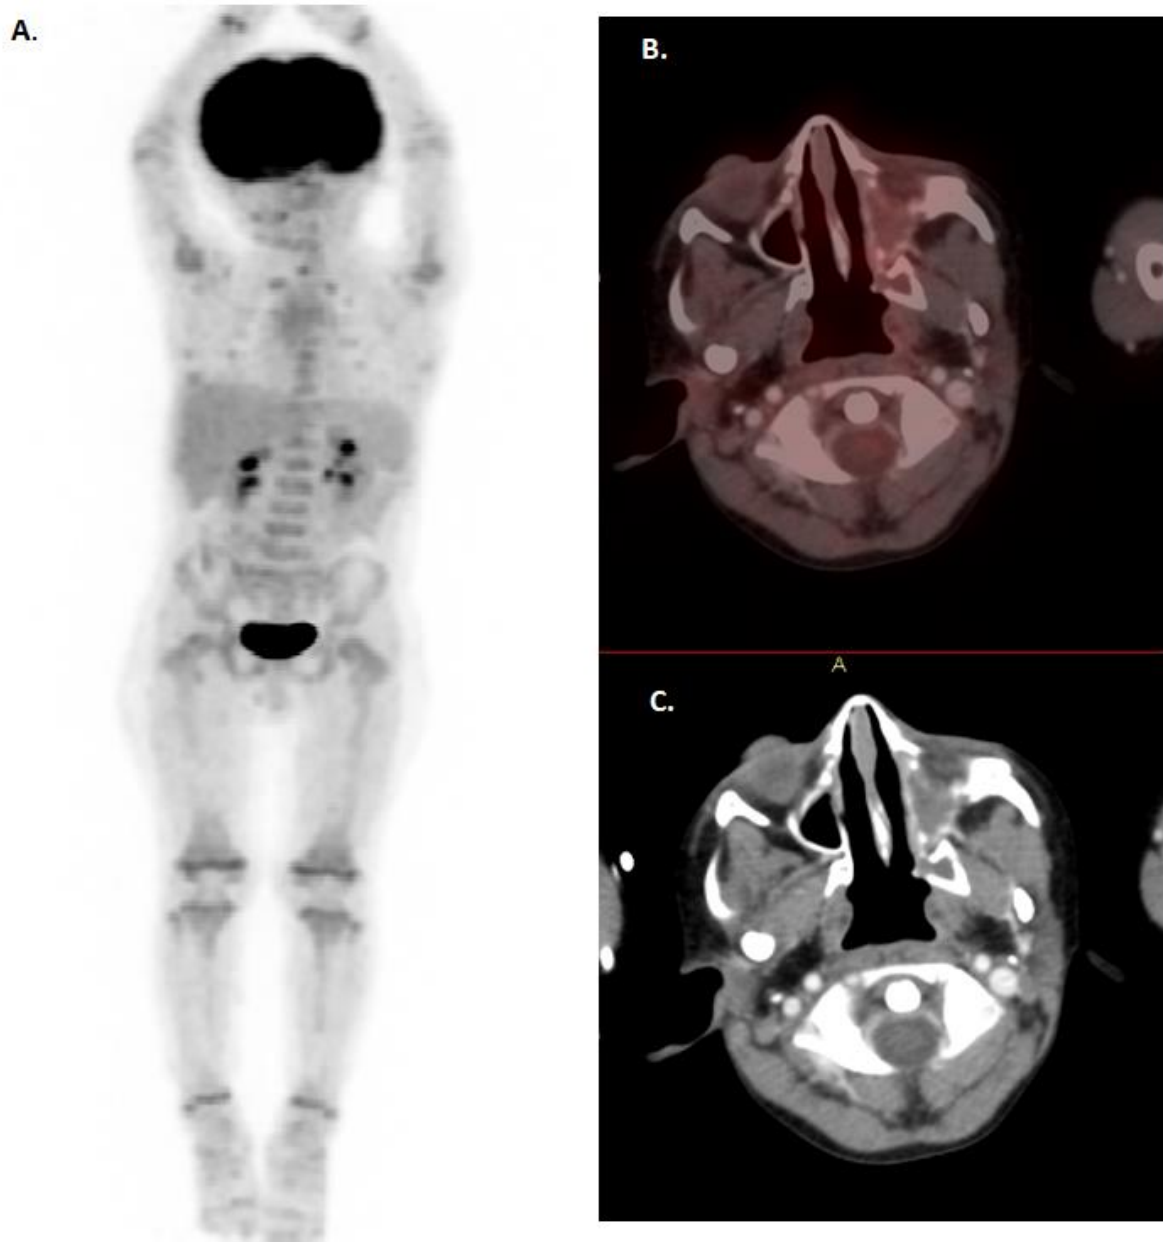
Paciente de sexo masculino de 3 años de edad con Rbdomiosarcoma infraorbitario izquierdo tratado con radio-quimioterapia y posterior cirugía. Se realiza PET/CT de seguimiento. Imagen A. MIP PET FDG sin lesiones hipermetabólicas sospechosas. B y C. Fusión PET/CT y CT con contraste con cambios postquirúrgicos en seno maxilar izquierdo sin hipermetabolismo sugerente de viabilidad tumoral.
